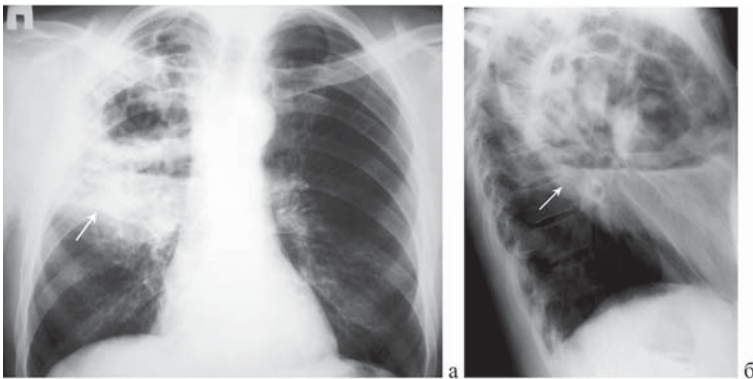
Гангренозный абсцесс верхней доли правого легкого. Обзорная рентгенограмма грудной клетки в прямой (а) и правой (б) боковой проекции.
